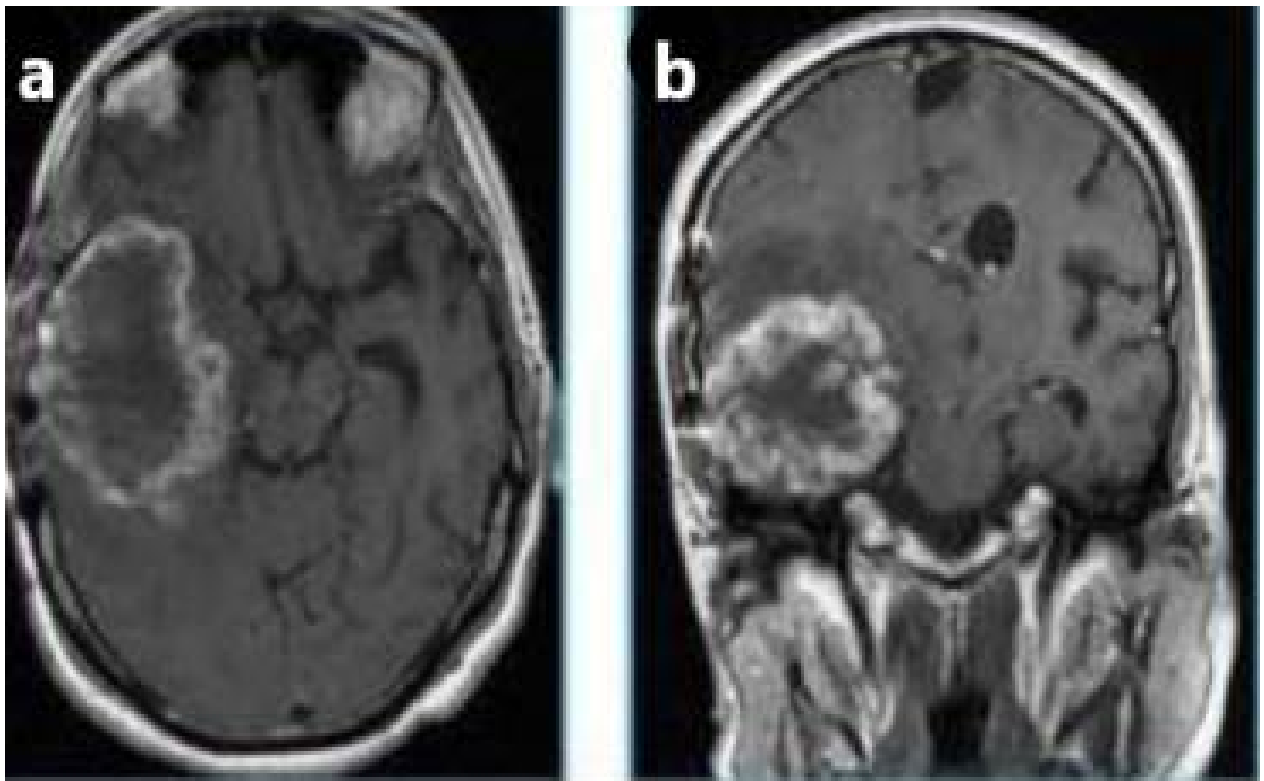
A : Imagerie IRM axiale et B : imagerie IRM coronaire d'un gliosarcome secondaire, au même endroit que le GBM précédemment traité.
